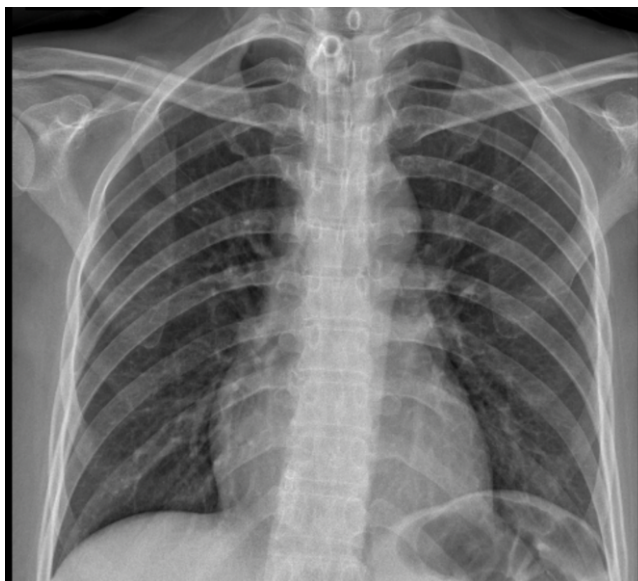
Radiografía, de proyección posteroanterior de tórax, que no muestra hallazgos patológicos en ambos campos pulmonares, ni partes blandas ni tejido óseo.
